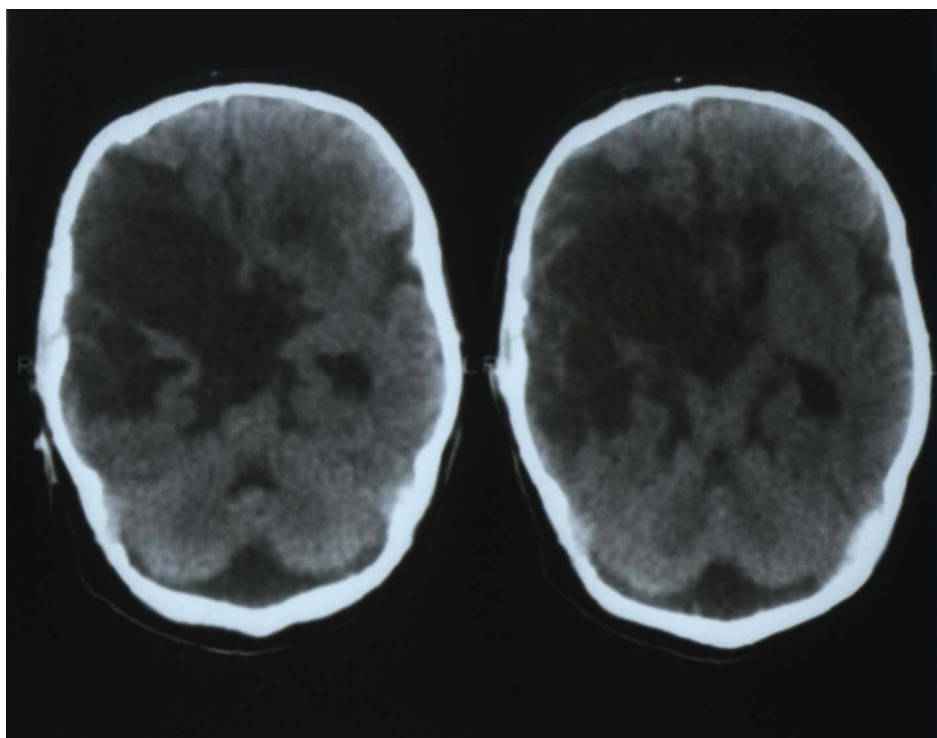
Postoperative CT-Bildgebung, axiale Schichtung, 24 Tage nach der Operation zeigten sich ausgedehnte Infarktareale im rechten Medialstromgebiet.
